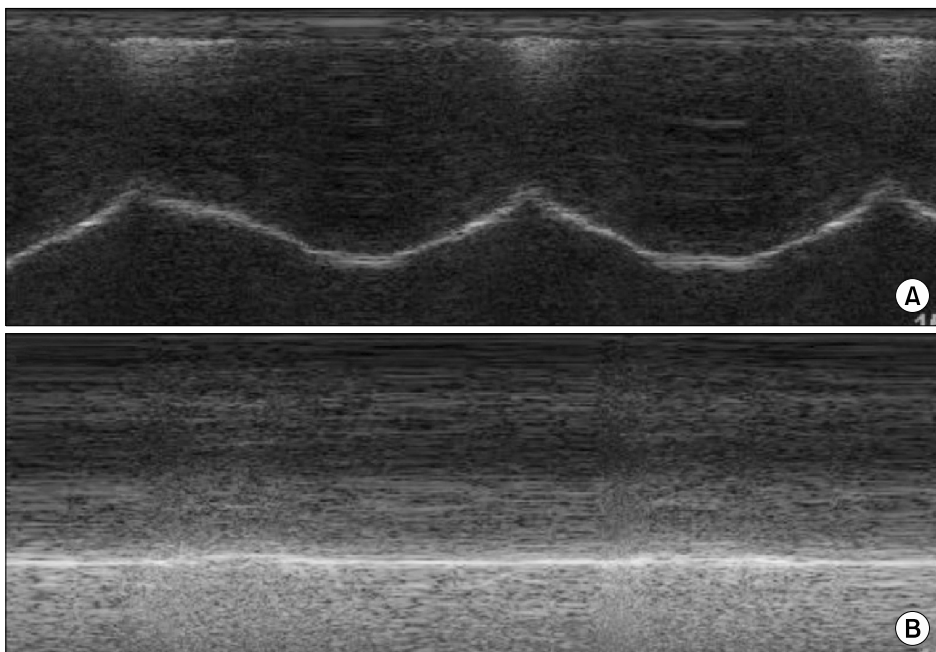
M-mode ultrasound trace during deep breath. (A) Right hemidiaphragm, normal movement, (B) Left hemidiaphragm, absent movement.
